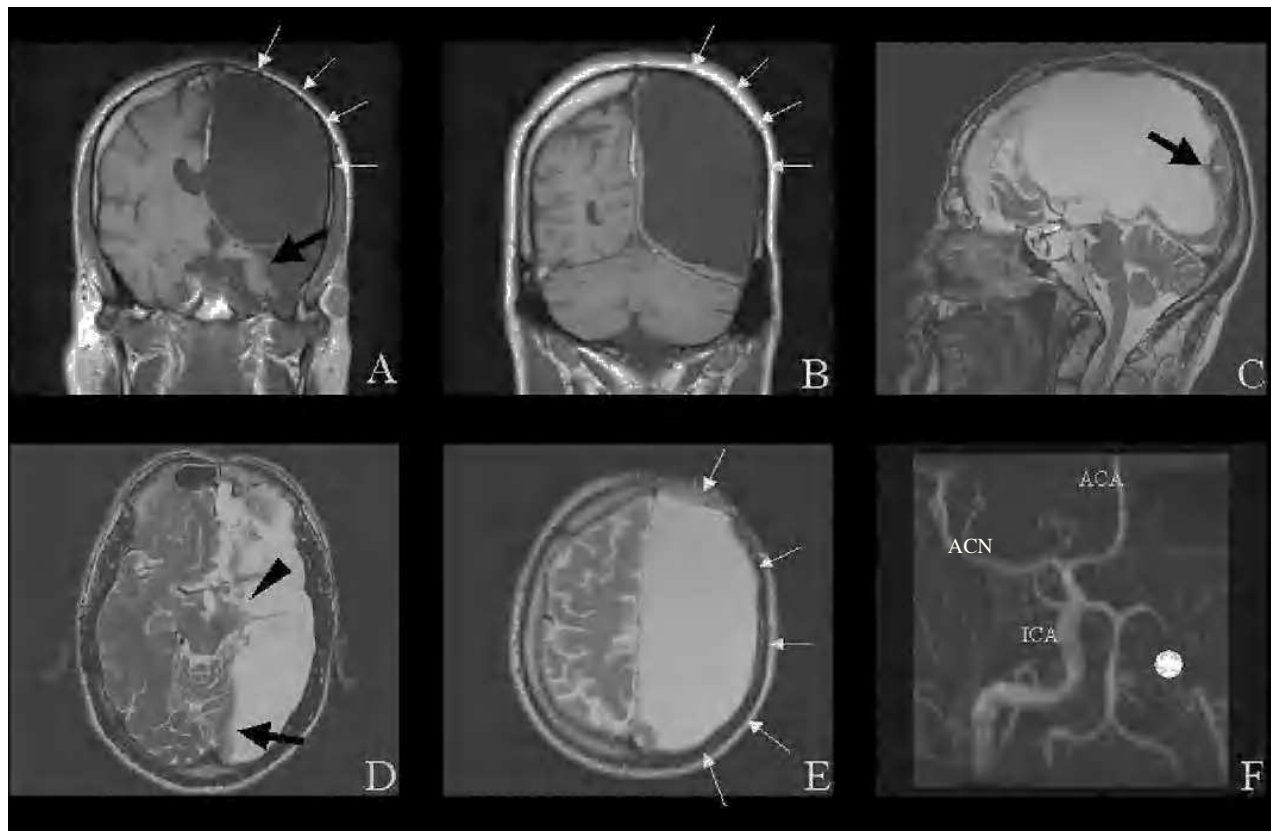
Cortes coronales ponderados en T1 (A, B) e imágenes ponderadas en T2 (sagitales en C, y axiales en D y E) de un paciente portador de una hemihidranencefalia. Se observa la ausencia casi completa del hemisferio izquierdo, que está reemplazado por líquido cefalorraquídeo (LCR). En el lado izquierdo sólo pudieron identificarse un pequeño hipocampo vestigial, un pequeño ribete de la corteza occipital (flecha negra) y un pequeño pedúnculo cerebral (punta de flecha negra). No obstante, el cerebelo, que habitualmente está irrigado por el territorio vascular posterior, era normal por completo. La angiografía por resonancia magnética en tiempo de vuelo demostró la ausencia de la arteria carótida interna izquierda (ACII, punto blanco). La arteria carótida derecha (ACID) no mostraba hallazgos patológicos dividiéndose en la arteria cerebral media (ACM) y la cerebral anterior (ACA). Debido al aumento moderado, pero crónico, de la presión intracraneal se observó una estrechez de los huesos del cráneo (flechas blancas).
